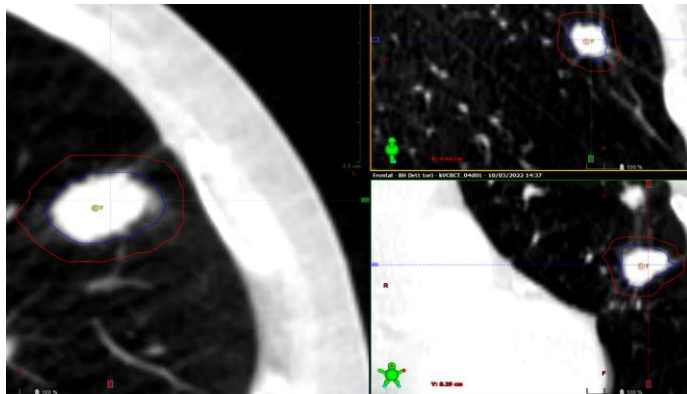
Lesione nel PTV nella CBCT 4
